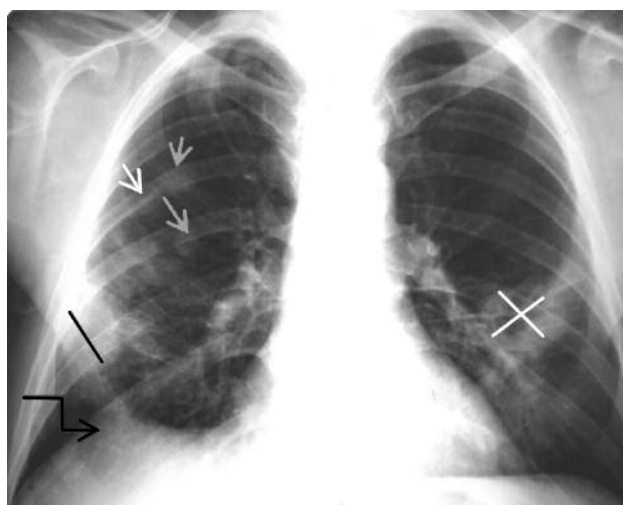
Рентгенологическая динамика на фоне приема гормональных препаратов – 09.08.13
